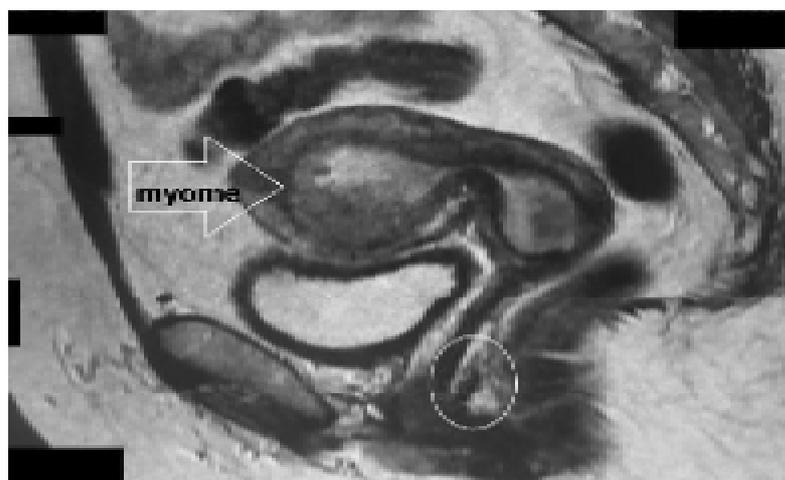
IRM pelvienne qui présente une localisation recto-vaginale.
